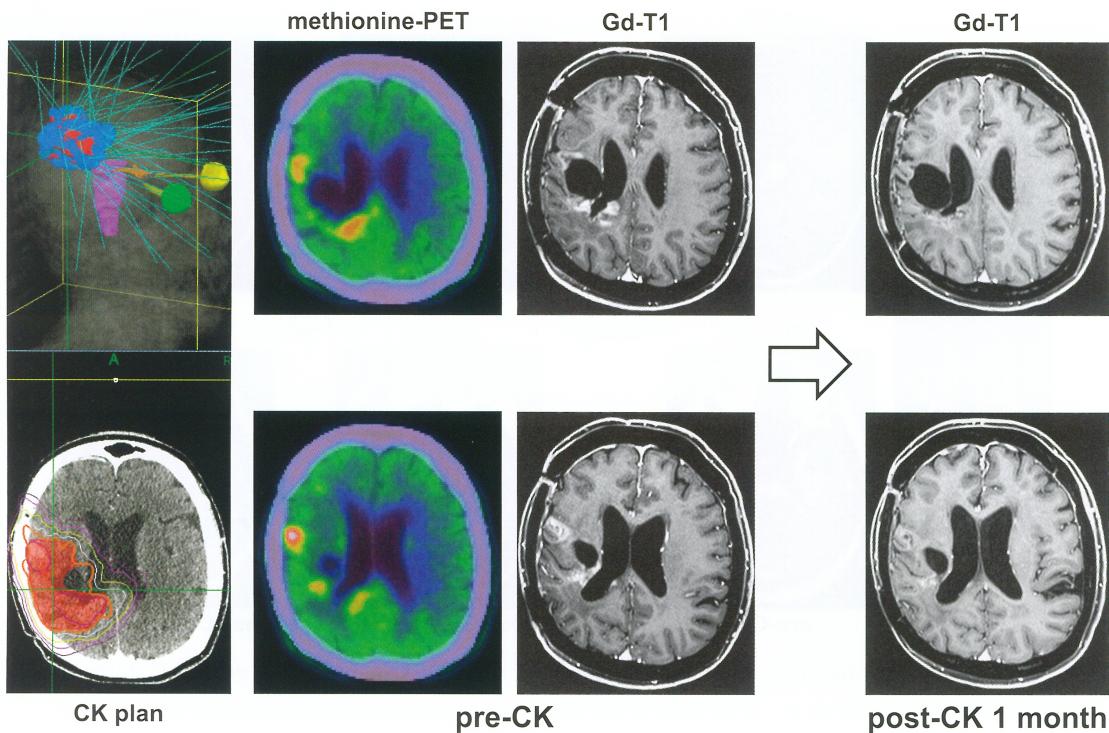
A 57-year-old woman with recurrent glioblastoma (WHO grade IV). In right parietal lobe, axial gadolinium-enhanced T1 (Gd-T1) shows multiple enhanced recurrent tumors around the tumor removal space and methionine-Positron Emission Tomography (PET) also shows multiple accumulation of methionine at same lesions before CK therapy. One month after CK therapy (31Gy in 7 fractions), Gd-T1 revealed that tumors almost disappeared. Her left hemiparesis was gradually improved.
